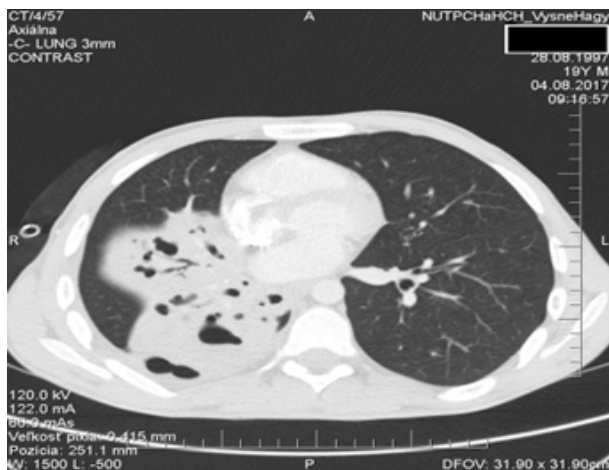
CT obrázky pacienta B1
